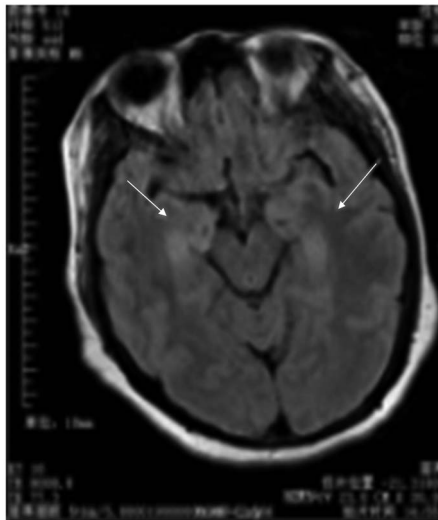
例5(病程4个月)头部MRI T2液体衰减反转恢复序列轴面,示双侧海马异常信号
